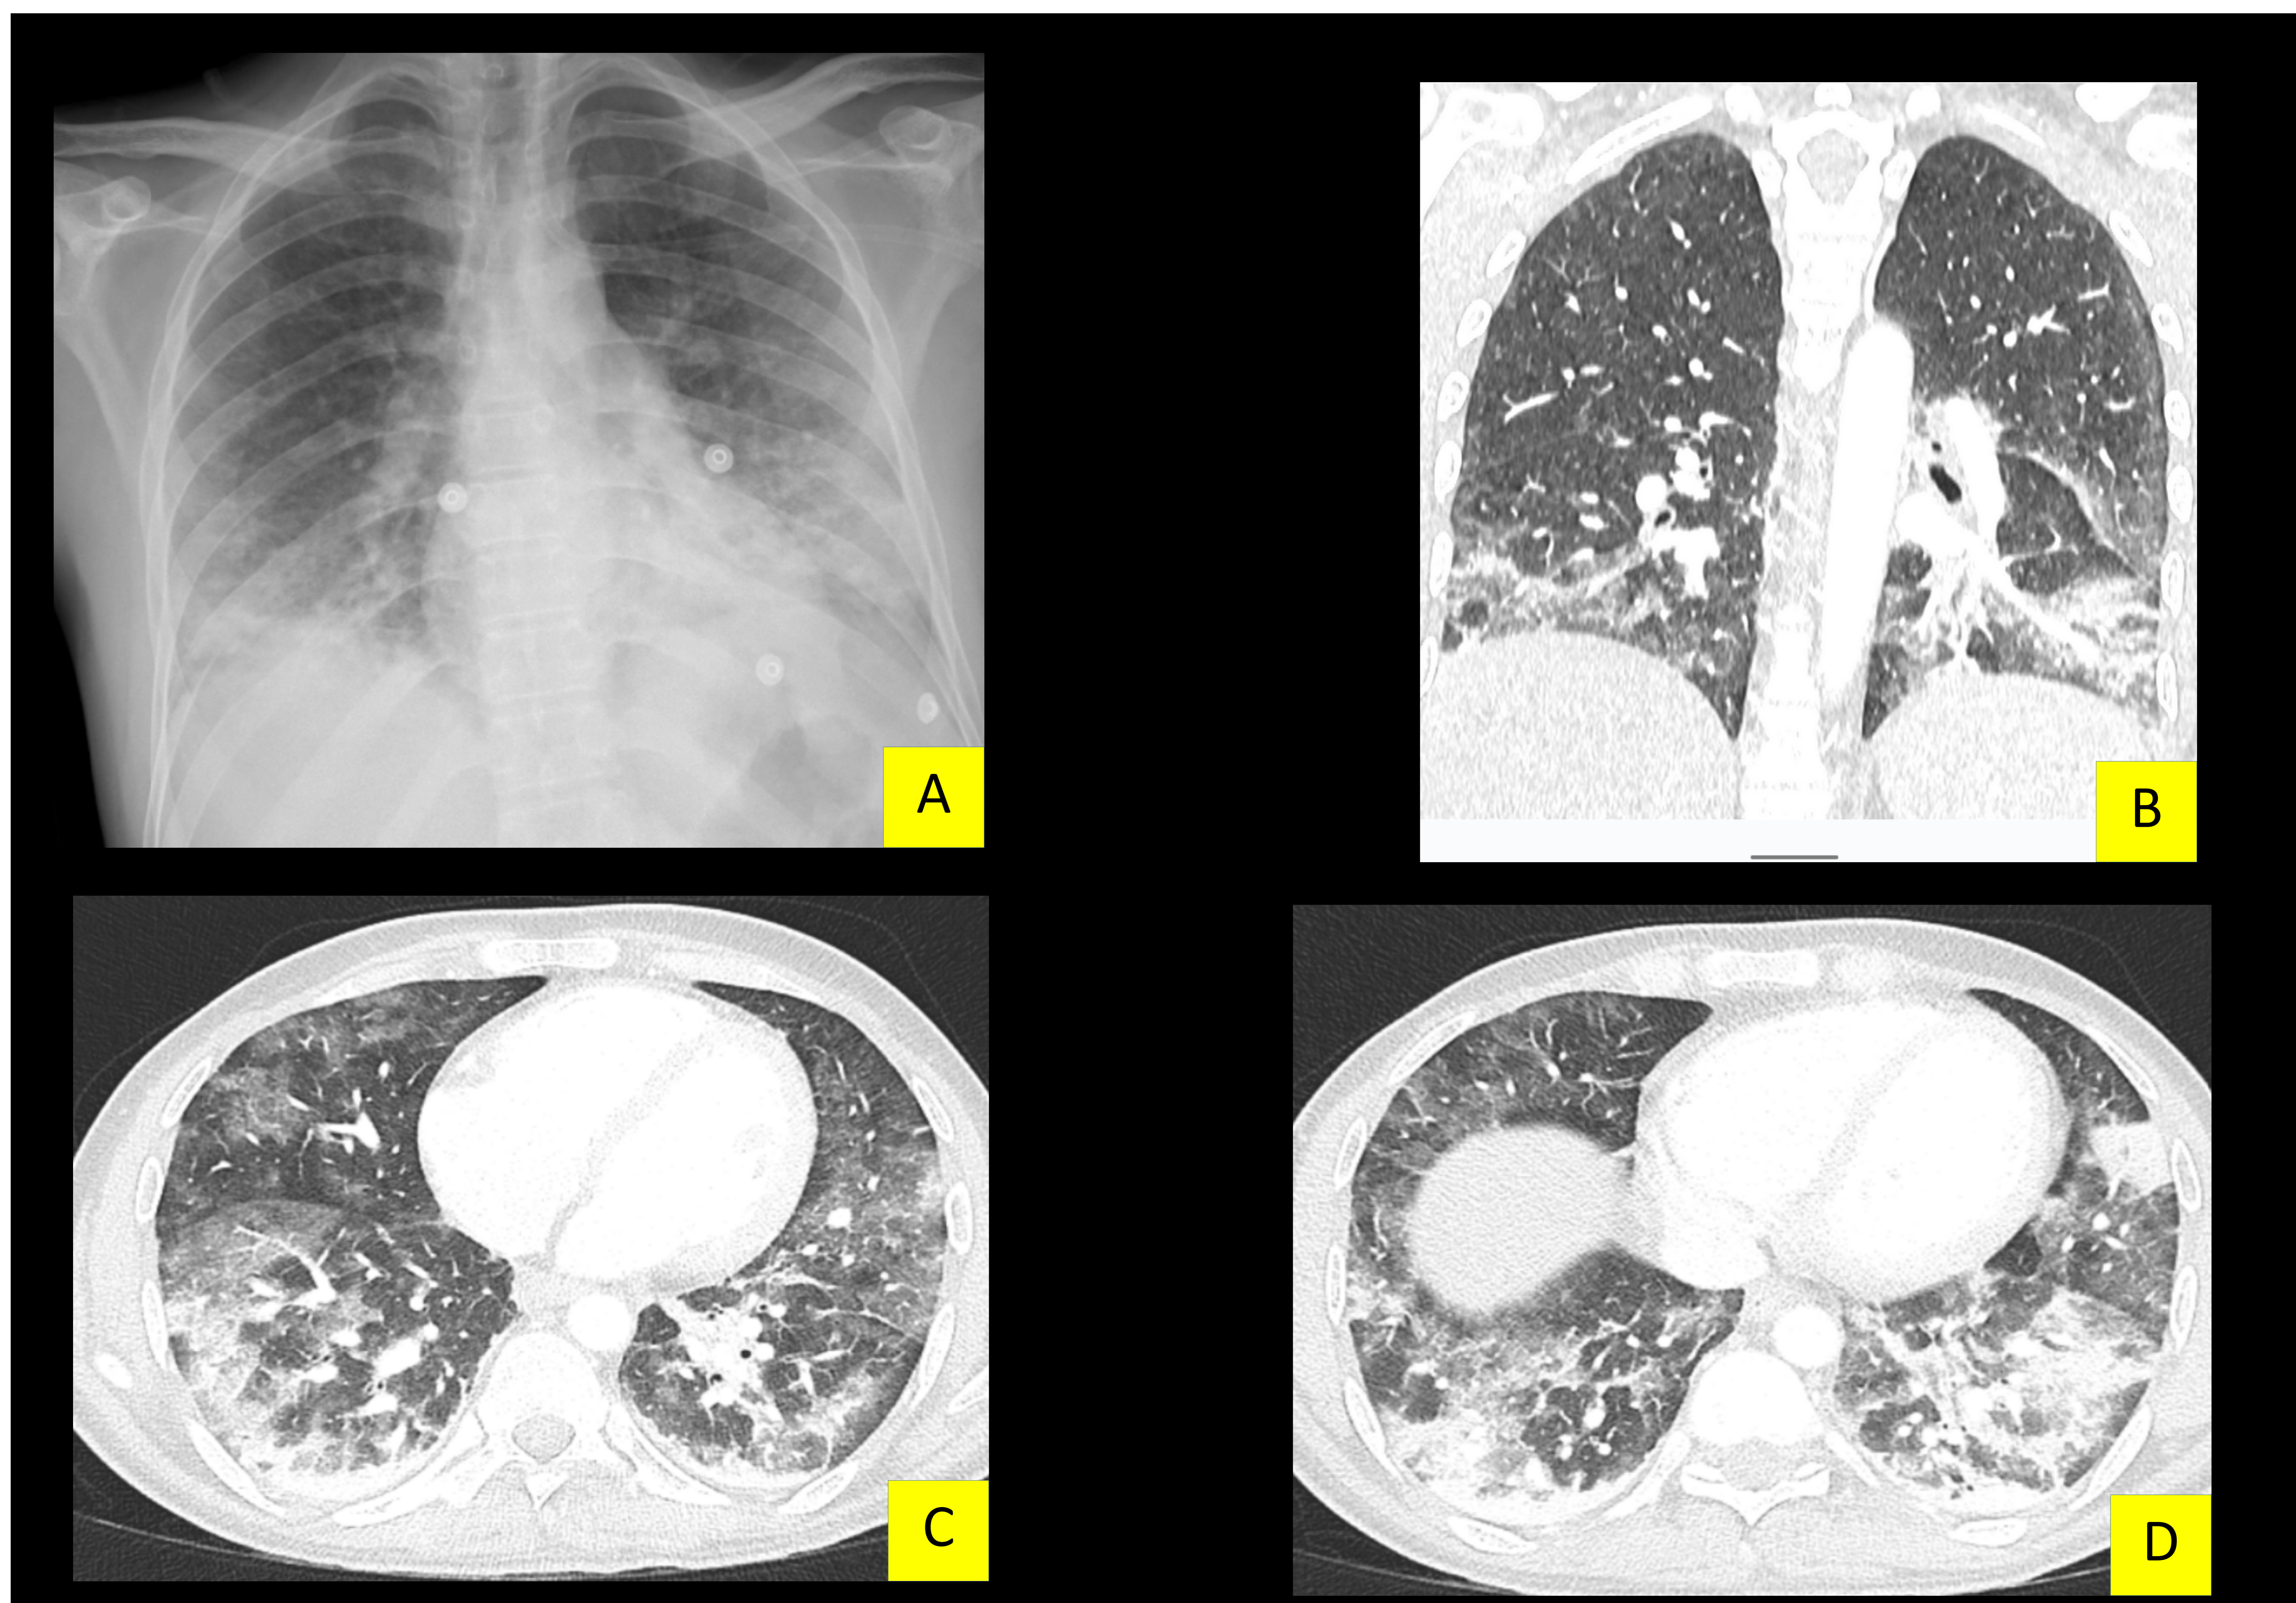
Radiografía de tórax (A) y TC torácico (B, C y D) de paciente con VIH y recuentos de CD4 menor de 50 células/mm<sup>3</sup> con neumonía por *Pneumocystis jirovecii*. En la imagen A se observa patrón alveolar con algunas zonas consolidadas en ambos lóbulos inferiores. En TC realizado se evidencia patrón en vidrio deslustrado de predominio en zonas medias e inferiores, con tendencia a consolidación (línula y base pulmonar).
